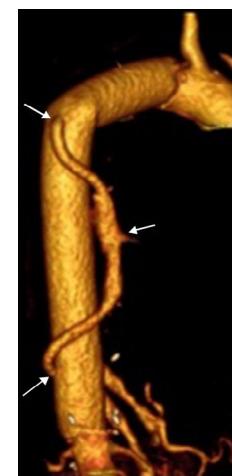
Control con tomografía axial computarizada de TS. Las flechas marcan la anastomosis proximal y distal de TS, así como una de las arterias intercostales permeables reimplantadas.
